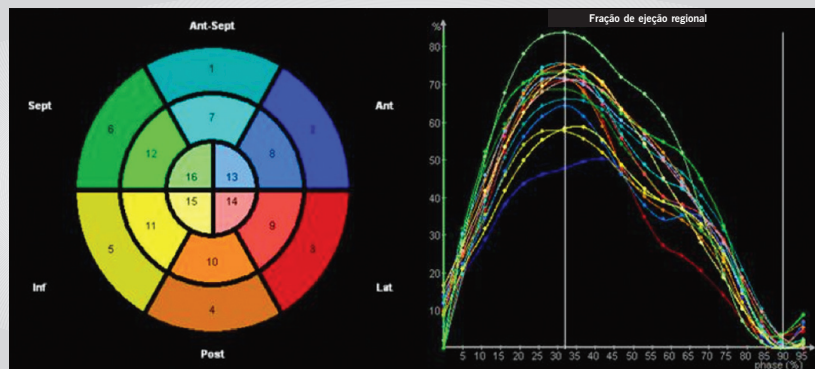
Demonstração, com o emprego do ecocardiograma tridimensional em tempo real, da contração regional do ventrículo esquerdo em modelo de 16 segmentos do ventrículo esquerdo. Voluntário normal
